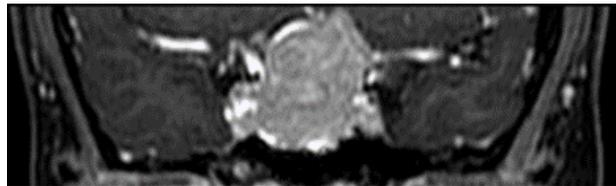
TC cerebral, se objetiva lesión expansiva selar con extensión supúraselar.*
